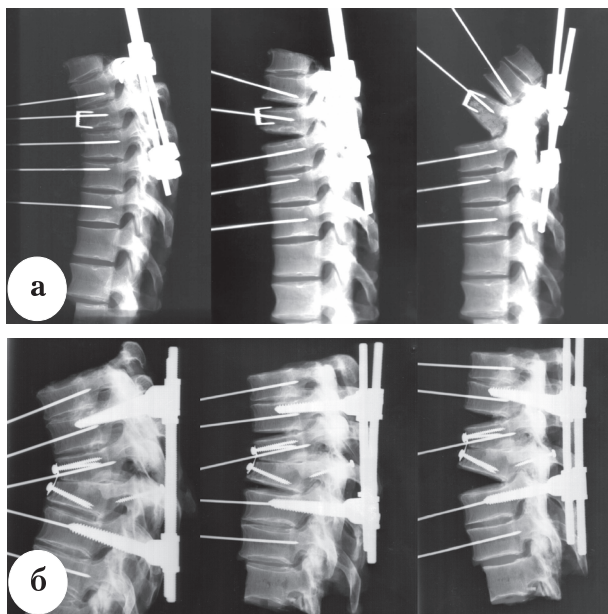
Рентгенограммы препаратов позвоночника при выполнении последовательной мобилизации и коррекции кифотической деформации: а – препарат грудного отдела позвоночника с четырехпорной ламинарной системой; б – препарат грудного отдела позвоночника с транспедикулярной системой
